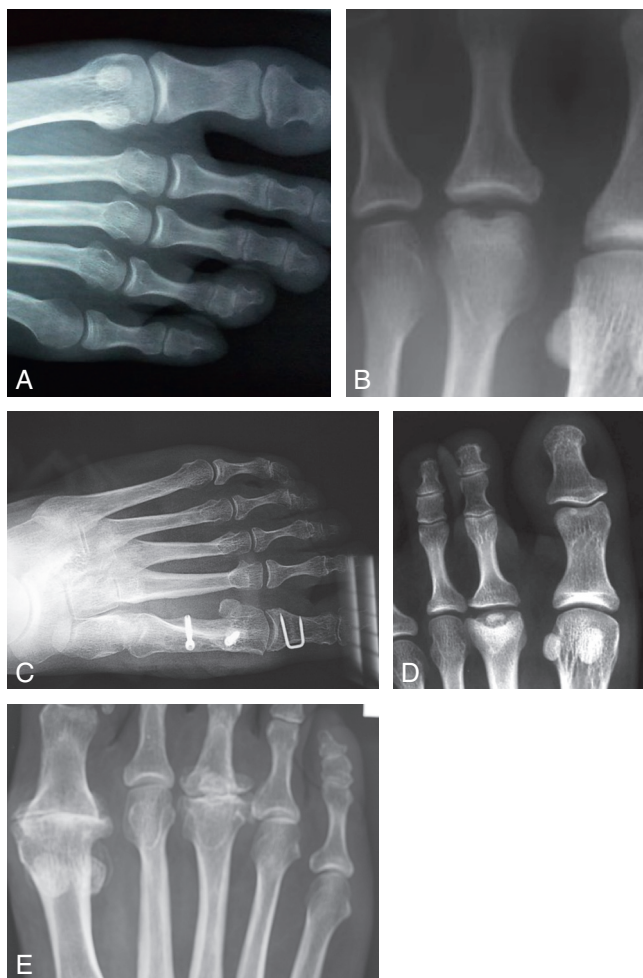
Aspect radiographique aux différents stades de la classification de Smilie.
